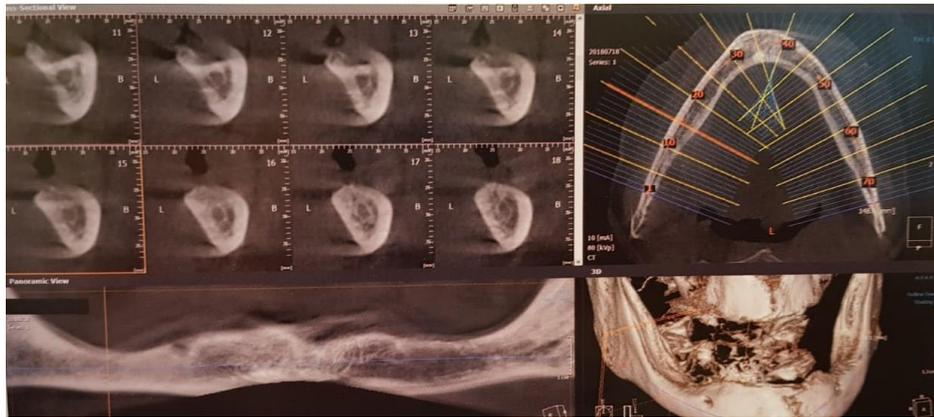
CBCT mandibular de paciente geriátrico edéntulo total.
